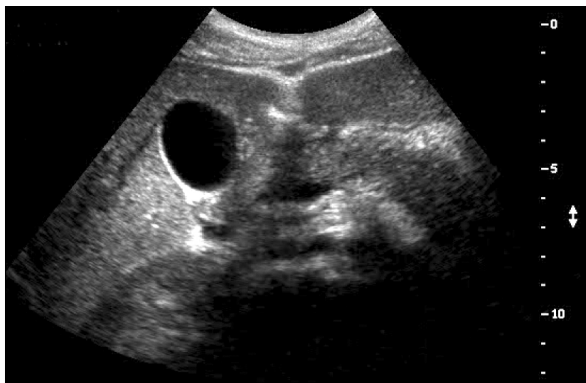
Abdominal USG shows diffuse pancreatic swelling and scanty ascites around pancreas.
